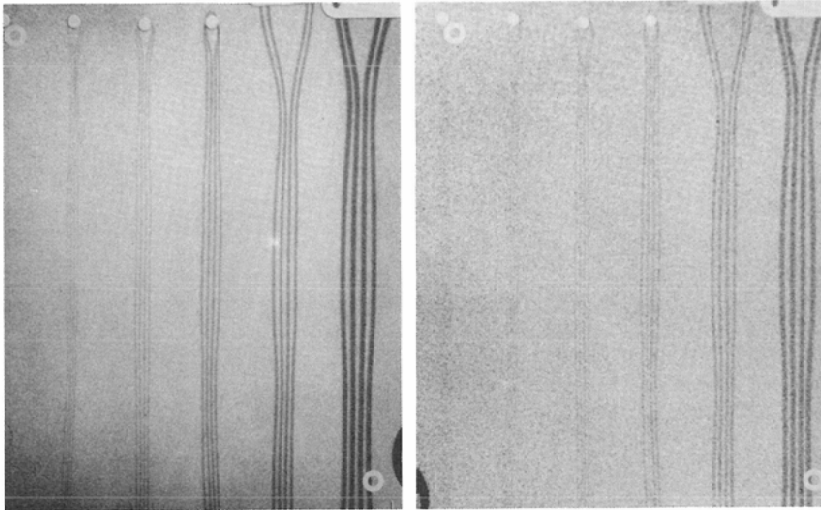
Resolution of imaging plate. Iodine concentration 10%: Conventional X-ray dose (left) 0.58mm: 1/8 dose exposure (right) 0.99mm
